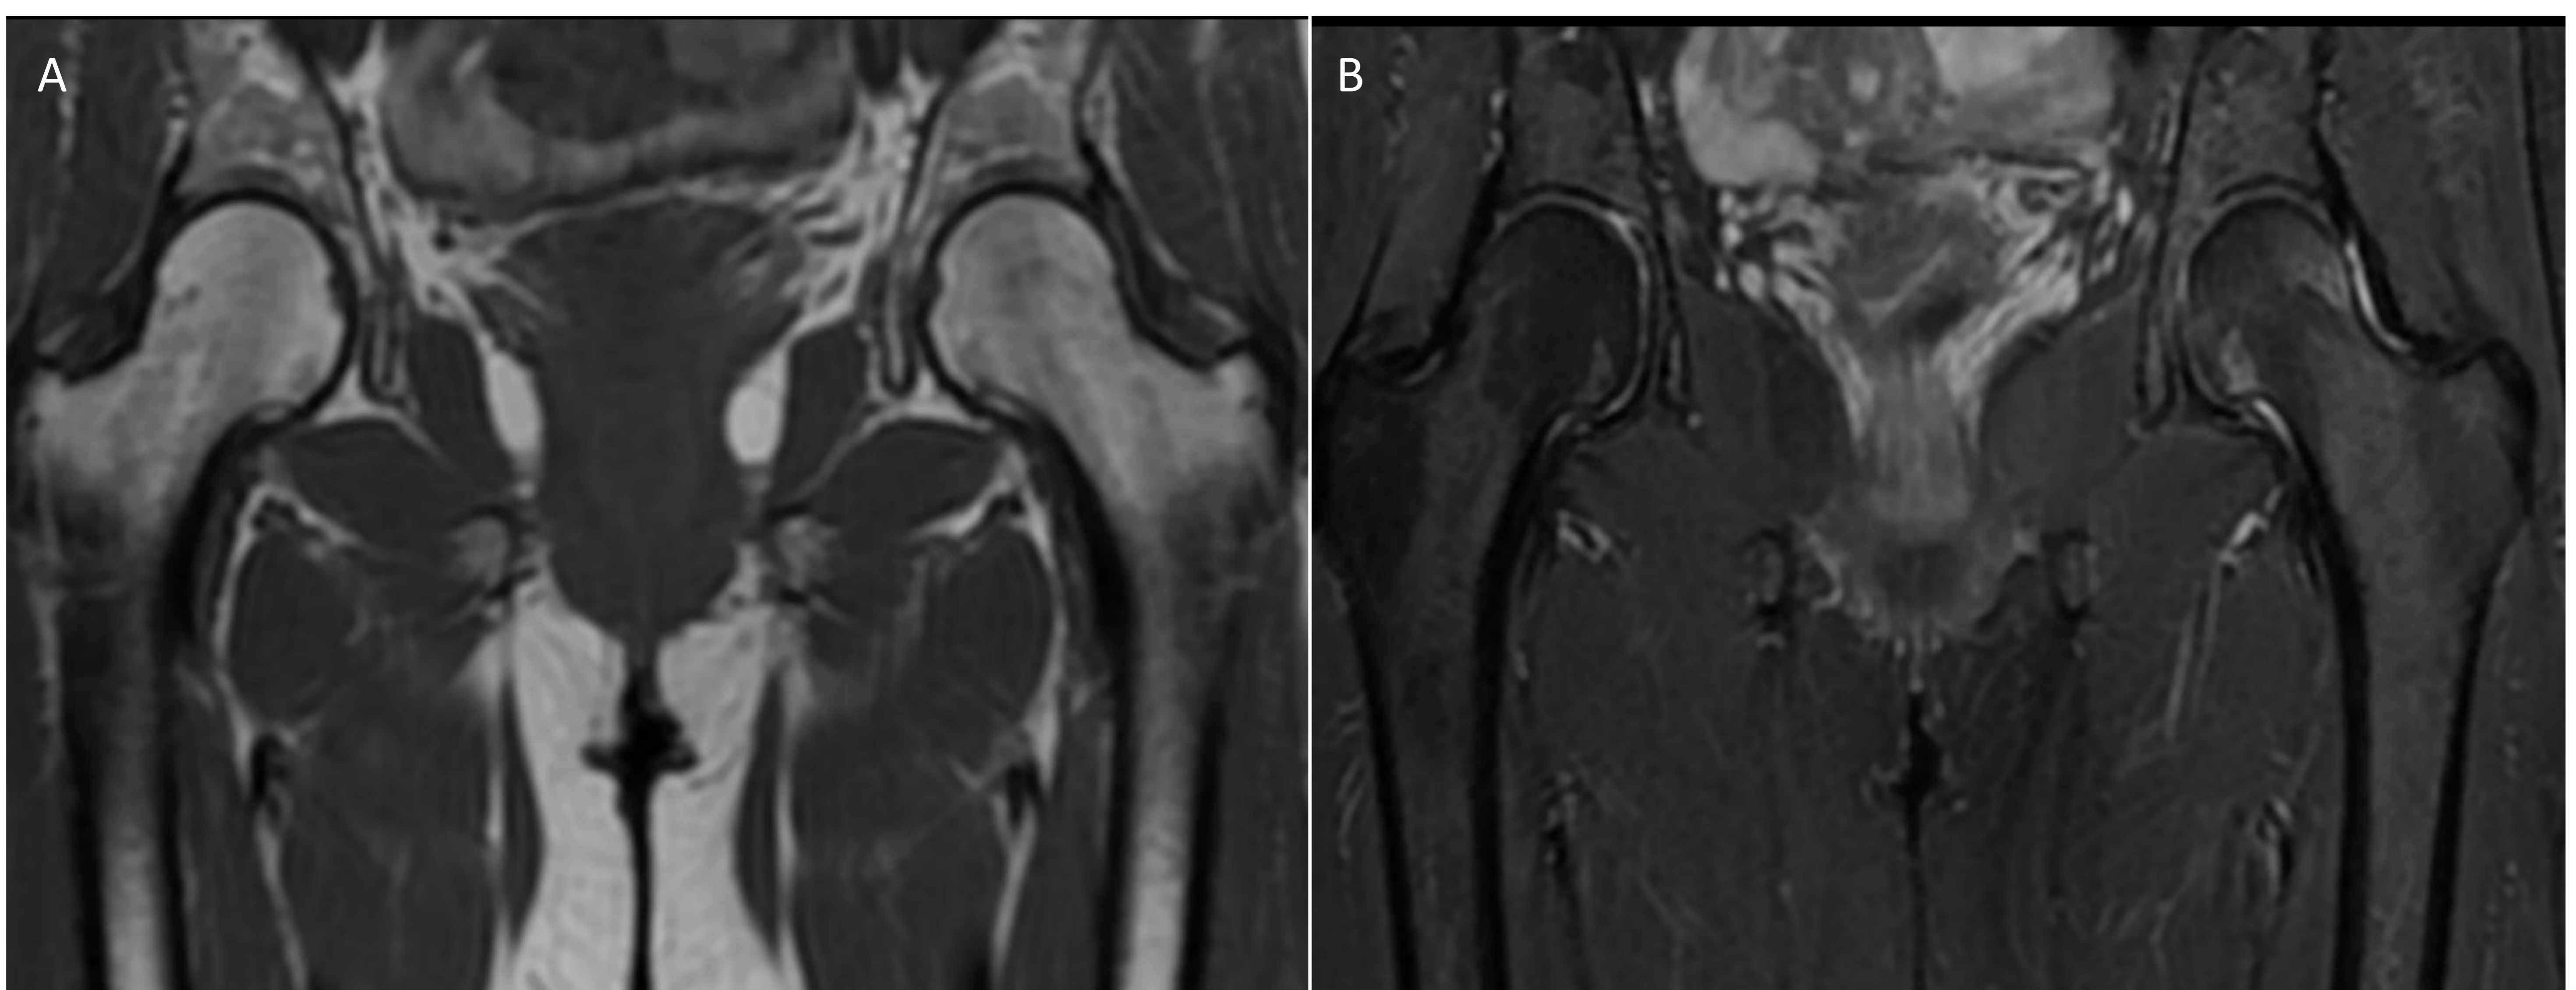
RM secuencia coronal potenciada en T1 (A), densidad protónica (DP) con saturación de la grasa (B). Estudio de control realizado al mismo paciente 4 meses después en el que se evidencia una notable mejoría radiológica del edema óseo.
